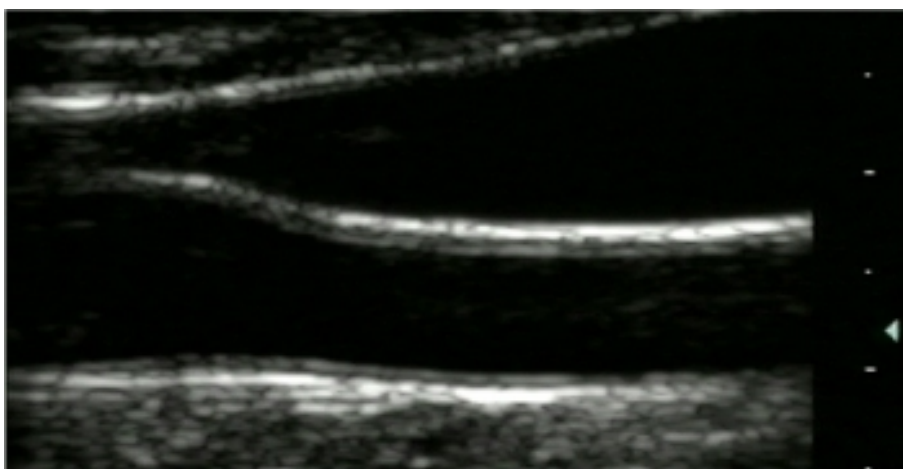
Imagem de USG da Carótida Comum
